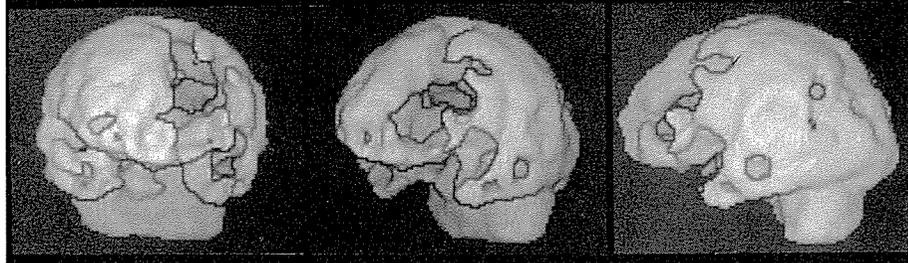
$^{99m}\text{Tc}$ -HM-PAO による SPECT の三次元立体表面画像
